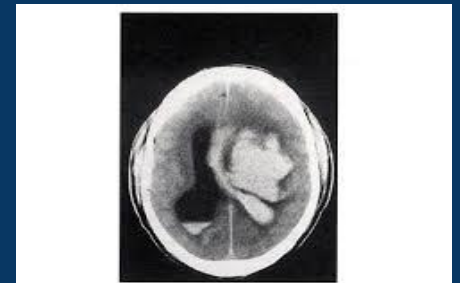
TDM : Hémorragie cérébrale avec inondation ventriculaire.
